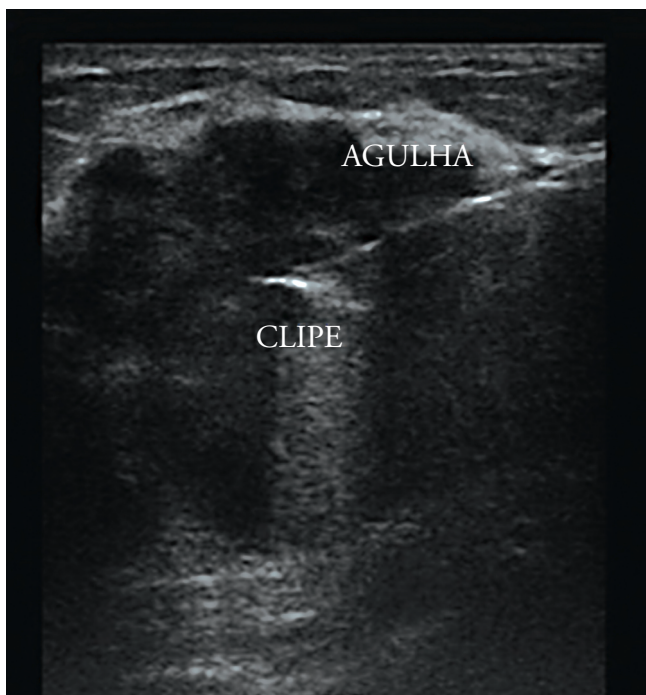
Ultrassonografia: controle da introdução do clipe
